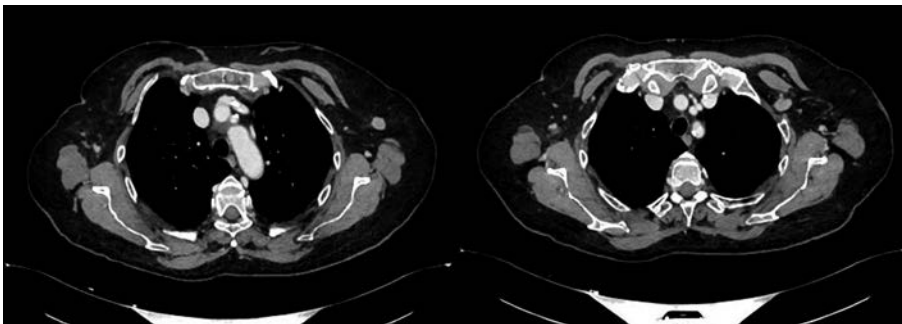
TC tb+/-mdc di rivalutazione di marzo 2024.
